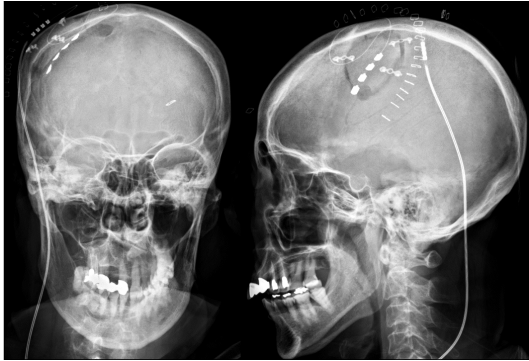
Postoperative X-ray images after motor cortex stimulation procedure.
